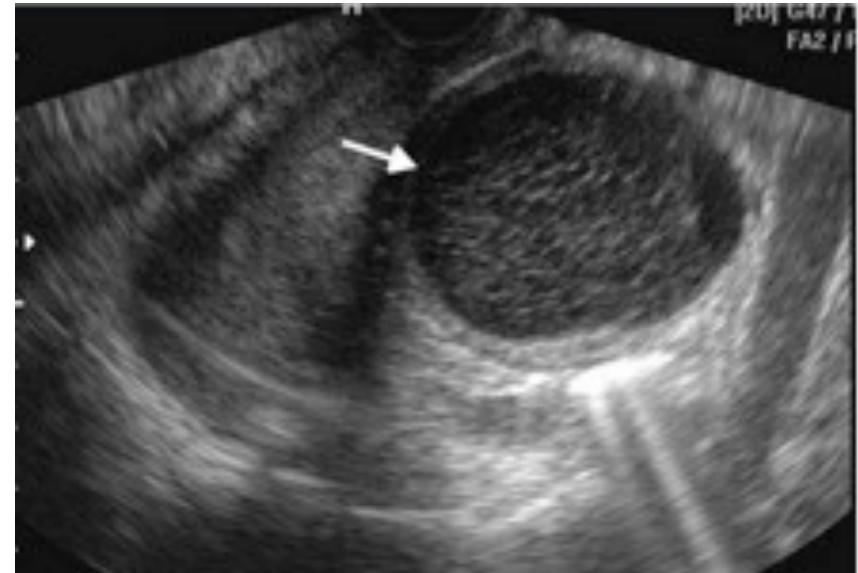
Ecografía transvaginal. Formación solidoquística en ovario izquierdo.
